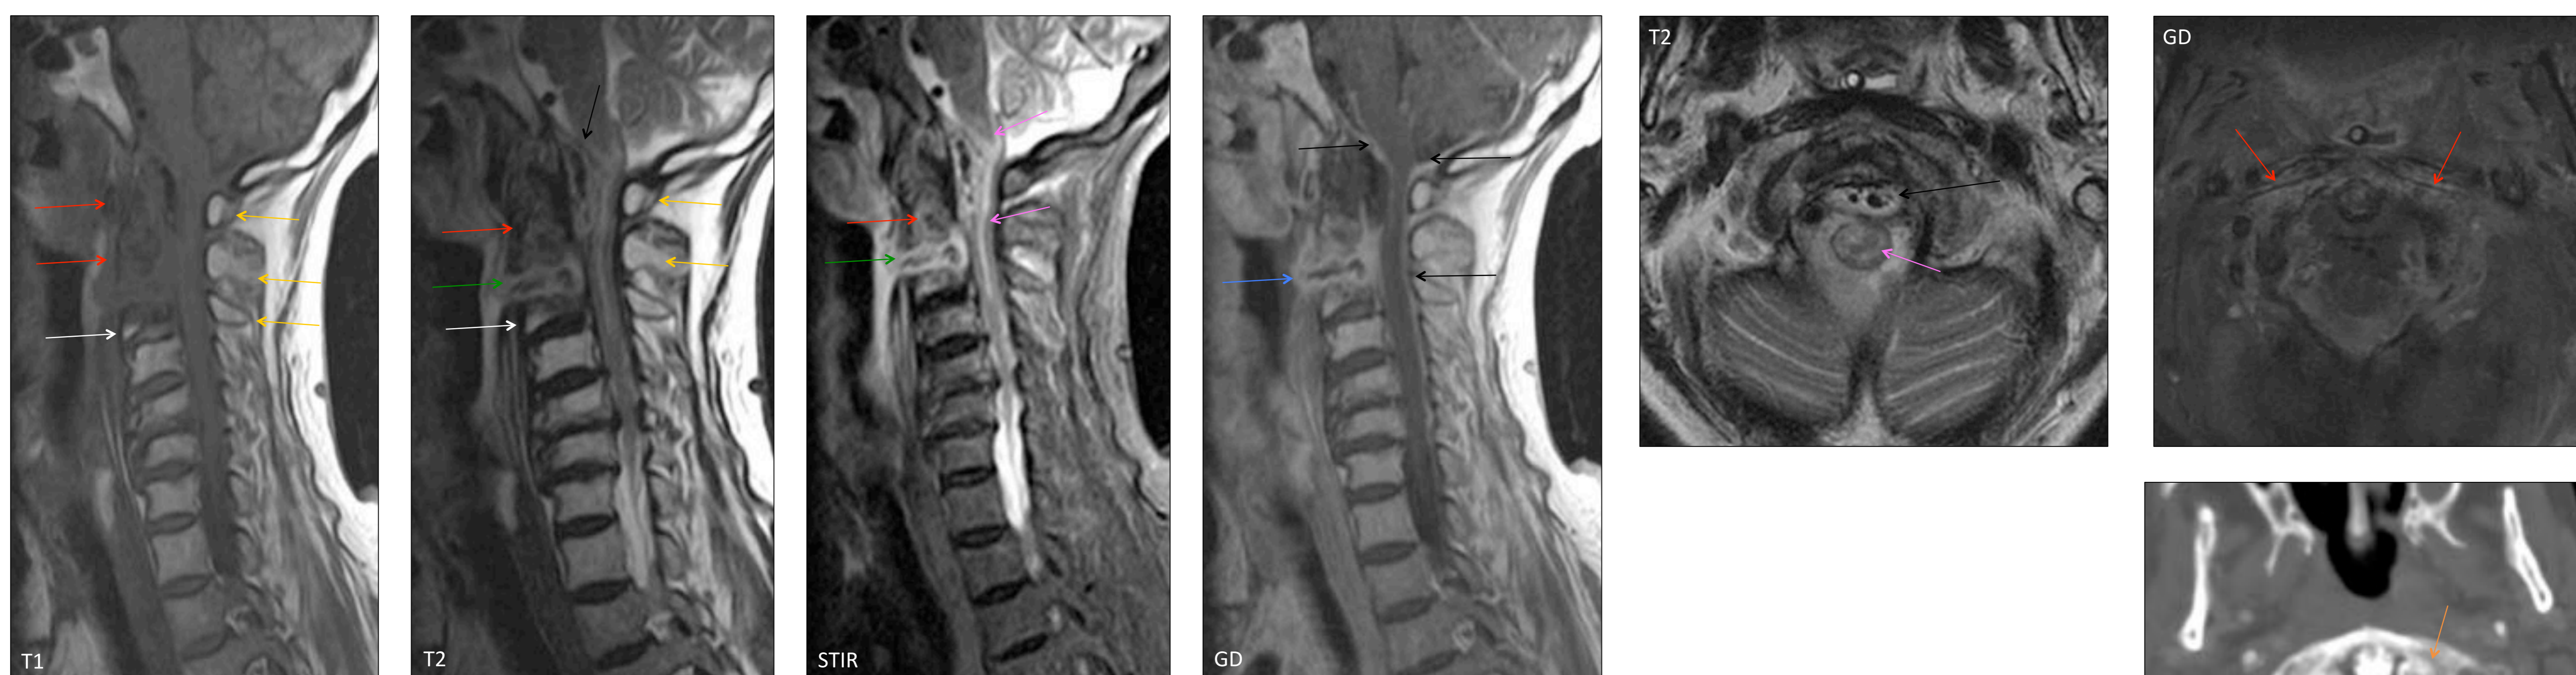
Osteo-radio-necrosis. Necrosis de C1 a C3 con edema vertebral simétrico y bilateral (flecha roja) que capta Gd, con los arcos posteriores de señal normal (flecha amarilla) y transición nítida entre tejido necrótico y el sano (flecha blanca). El espacio intervertebral tiene cambios inflamatorios (flecha verde) y se continua con una úlcera de la mucosa faríngea posterior (flecha azul). Inflamación del espacio epidural con neumorraquis (flechas negra) y compresión bulbar y medular (flecha rosa). En el TC se observa gas en el espacio epidural anterior (flecha negra) y un patrón óseo moteado (flecha naranja).
